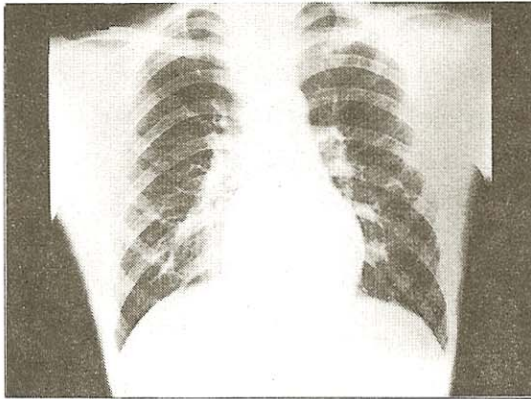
Chest X-ray: AP view at discharge
